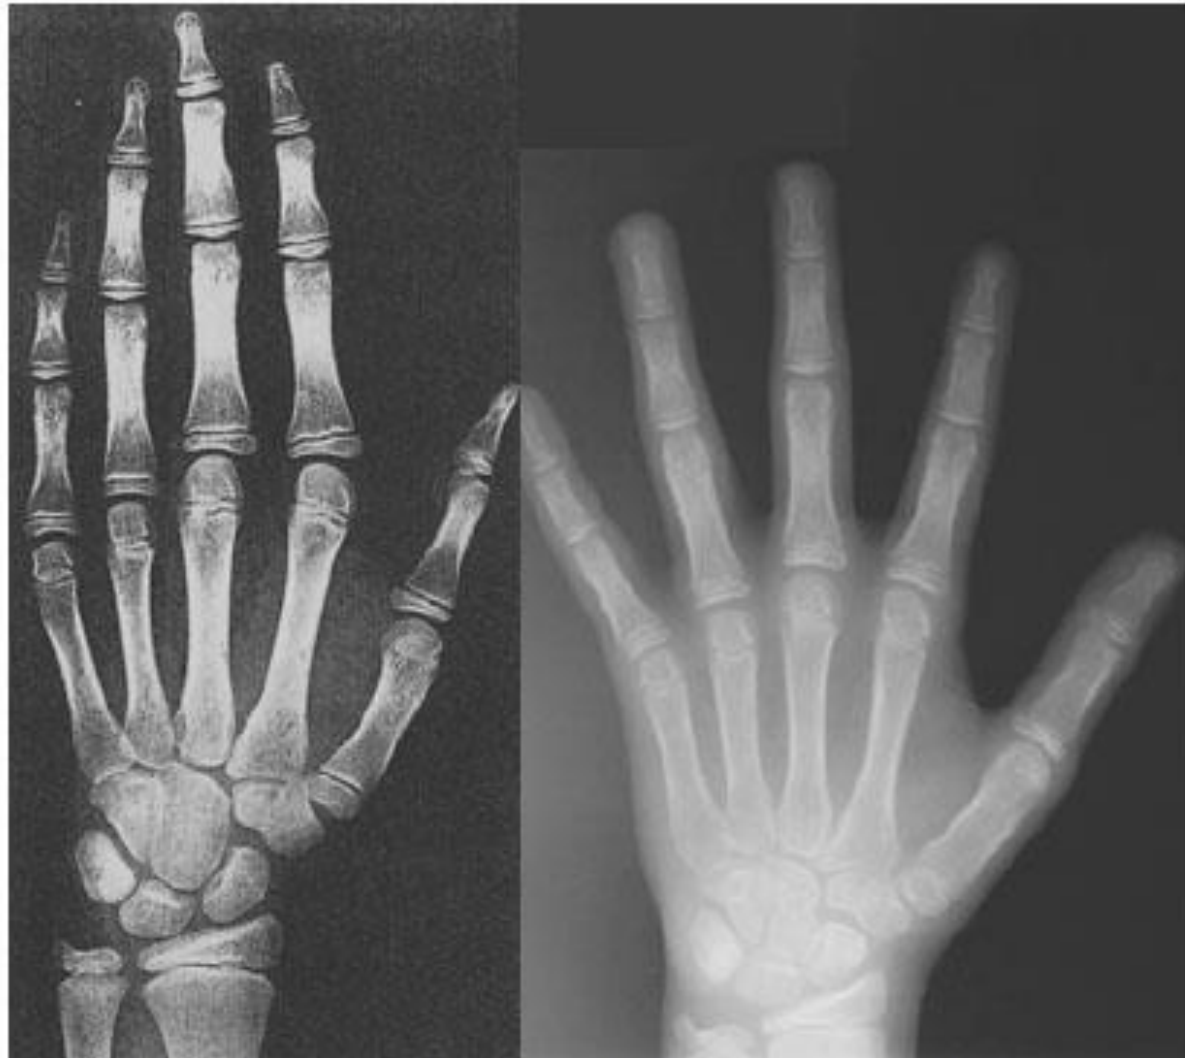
Comparison of hand and wrist radiograph of 10-year-old girl and the corresponding standard in the Greulich & Pyle atlas⁷.
